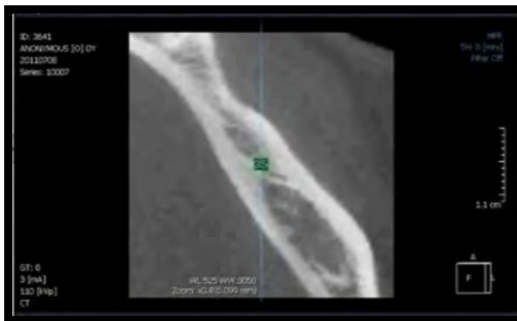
Localización y trayectoria de los implantes en hueso. Imágenes digitales y en 3D Tomografía Volumétrica Cone Beam.⁸
